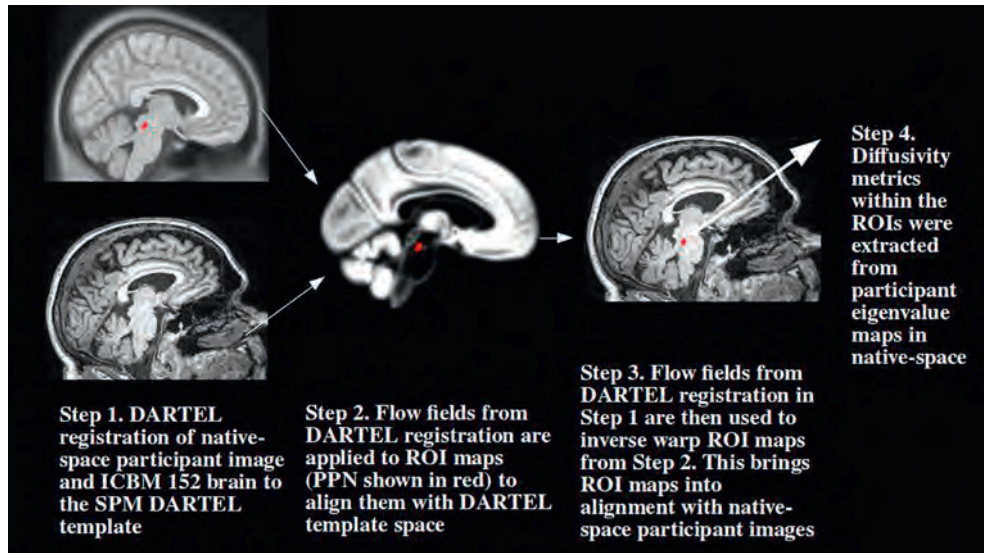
MRI 画像の前処理作業の流れ。T1 画像および MNI 空間 ICBM152 脳¹⁴ を DARTEL に登録した。MNI 空間の ROI マスクを平均テンプレート空間に変換し、その後、ネイティブ空間に逆変換した。PPN = 大脳脚橋核 (pedunculo pontine nucleus), ROI = 関心領域。
